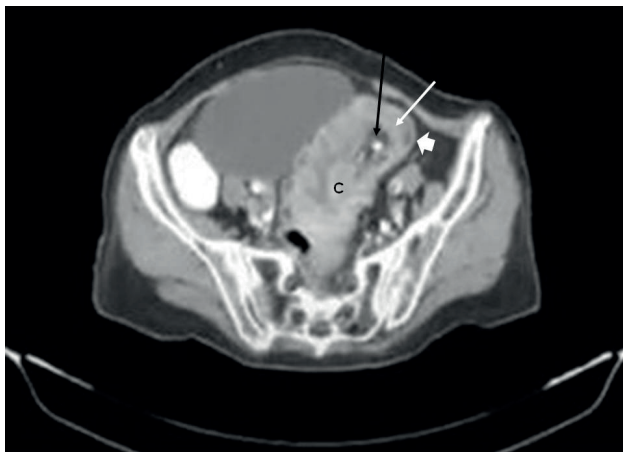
Tomografía computada con contraste donde se observa una masa con un componente graso central con vasos mesentéricos en su interior (flecha negra) y las paredes engrosadas de dos asas intestinales que corresponden al intususceptum de colon derecho (flecha blanca) y el intususcepti de colon izquierdo (punta de flecha). C: cabeza de invaginación.
